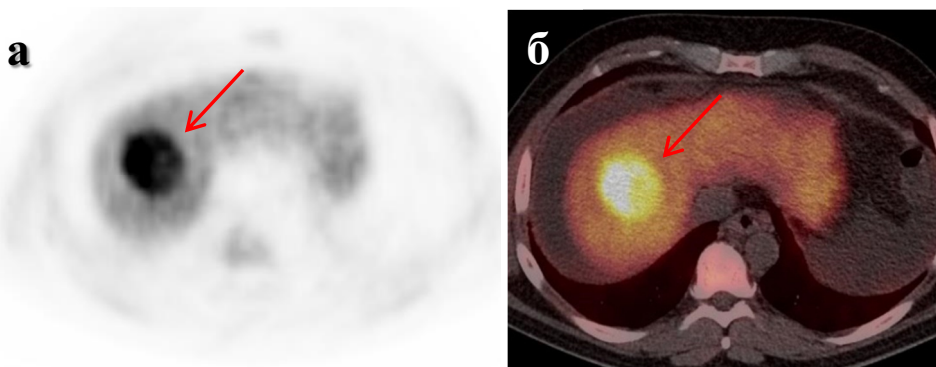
Высокодифференцированный гепатоцеллюлярный рак. При ПЭТ (а) и ПЭТ/КТ (б) в аксиальных проекциях отмечается гиперфиксация ^{18}F -ФМХ в узловом образовании S8 печени (красные стрелки), соответственно первичной злокачественной опухоли
